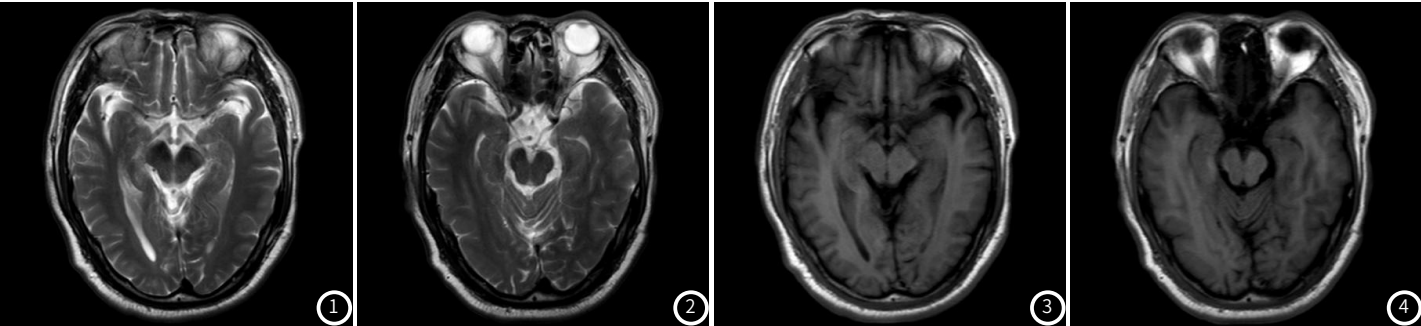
图4 患者，男，66岁，因“运动迟缓伴头晕2月”入院，诊断为帕金森病认知障碍，头部MRI平扫提示两侧额顶叶、放射冠、左侧基底节区见多发斑片状T1WI低、T2WI高信号，边缘模糊，脑室、池稍扩大，脑沟稍宽，中线结构无移位。
